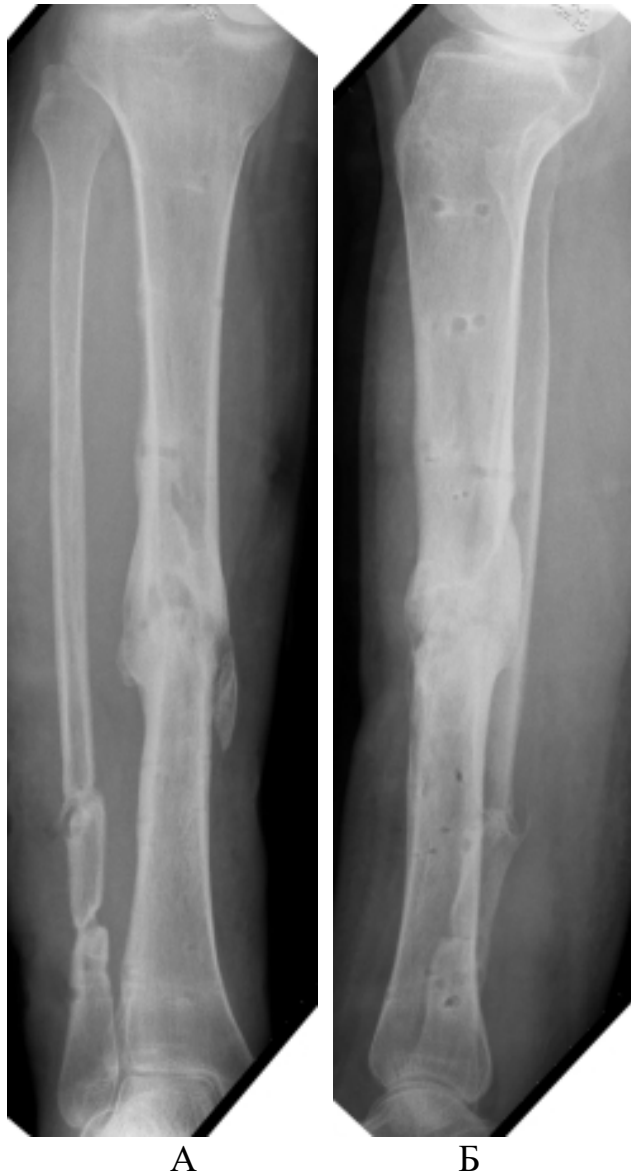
Пациент А, 24 года. Рентгенограмма через 12 месяцев после операции. Достигнуто сращение костей голени.
